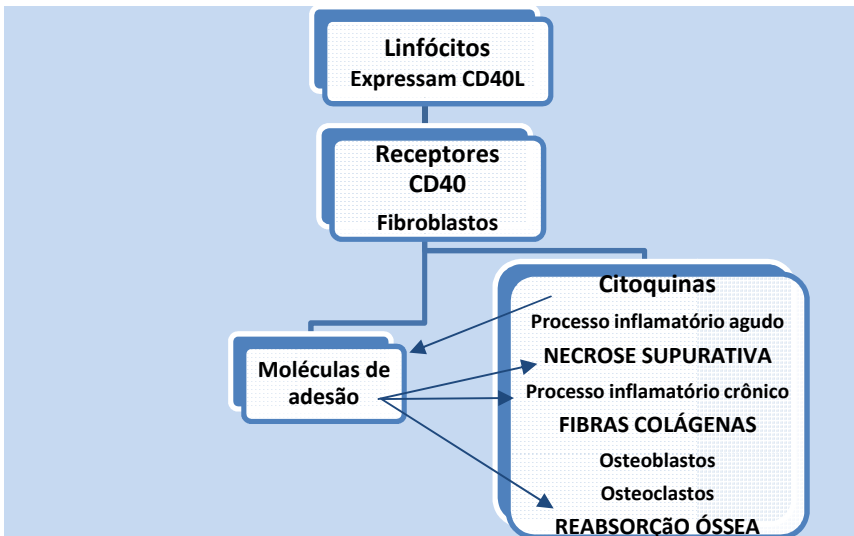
Relação entre sistema imune e fibroblastos com relação à formação das fibras colágenas no tecido granulomatoso periapical, região central de necrose supurativa e reabsorção óssea
